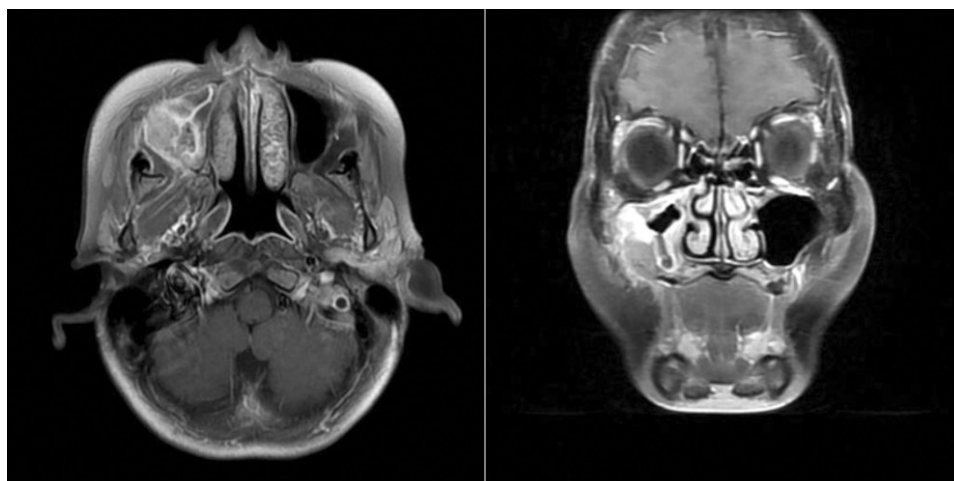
Coronal and axial MRI (contrast-enhanced T1-weighted) showing soft tissue mass on right upper buccal mucosa and right hard palate.(MRI: magnetic resonance imaging)
